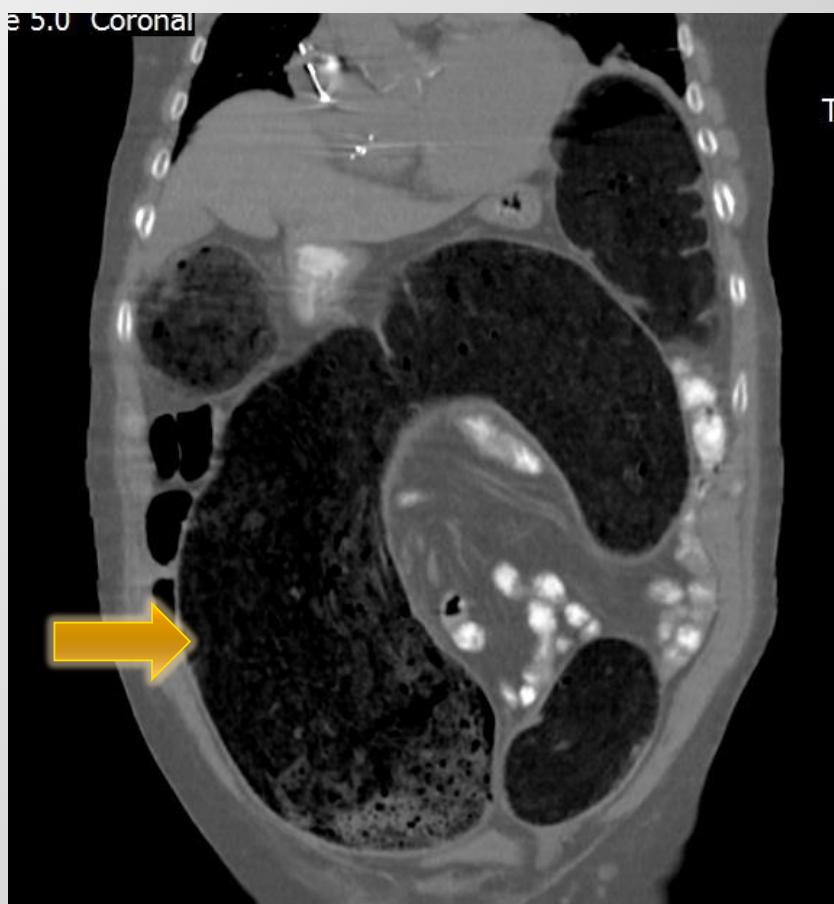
TC Abdominal y Pelvis sin contraste EV corte coronal marcada dilatación colónica con escasa progresión del contraste oral y fecaloma rectosigmoideo.
